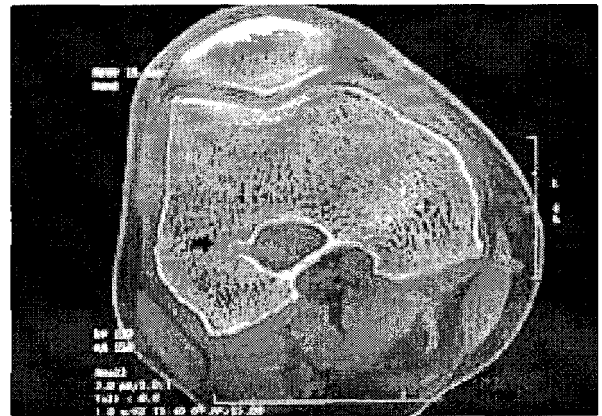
CT image shows pin hole (black arrow) toward posterior femoral cortex.
